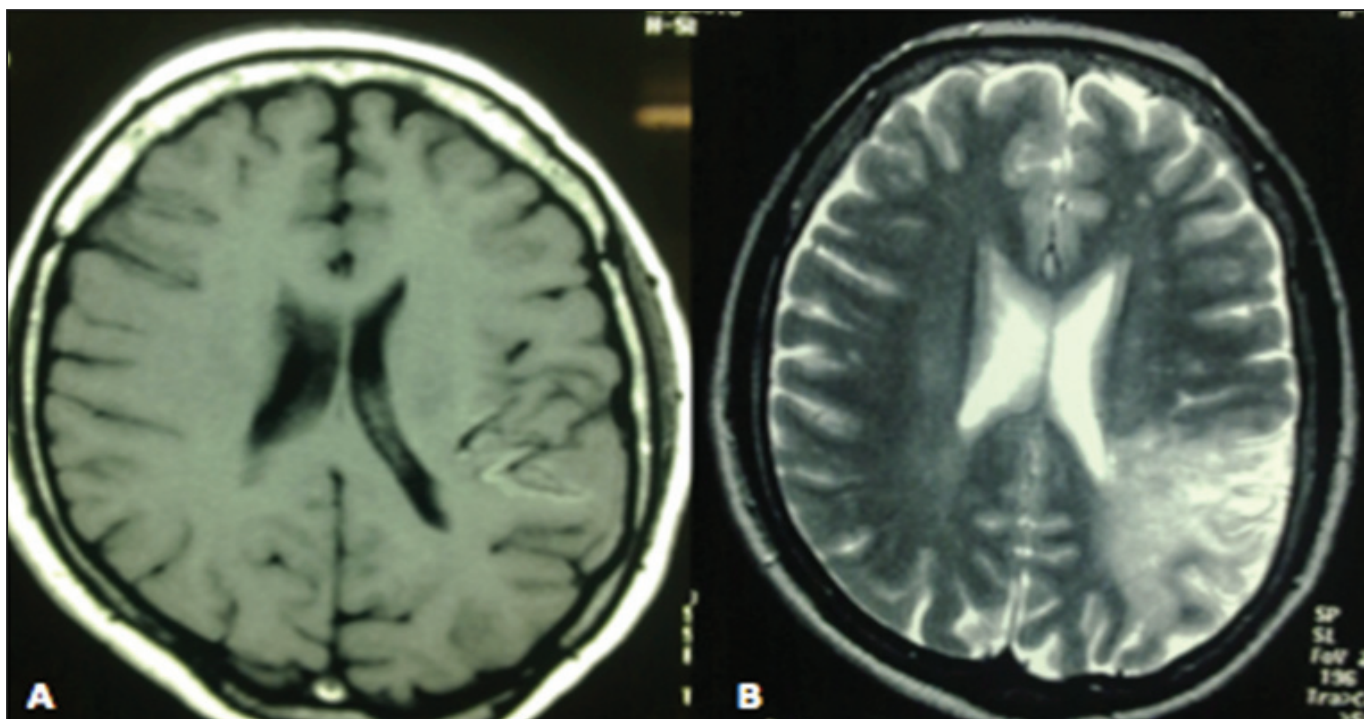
Resonancia magnética cerebral (A) secuencia T1W con imagen hiperintensa a nivel parieto-occipital izquierdo, sin edema perilesional y cambios tempranos de transformación hemorrágica (B), en la secuencia T2W se observa una zona hiperintensa extensa parieto-occipital izquierda más delimitada, correspondiente a un infarto isquémico.
